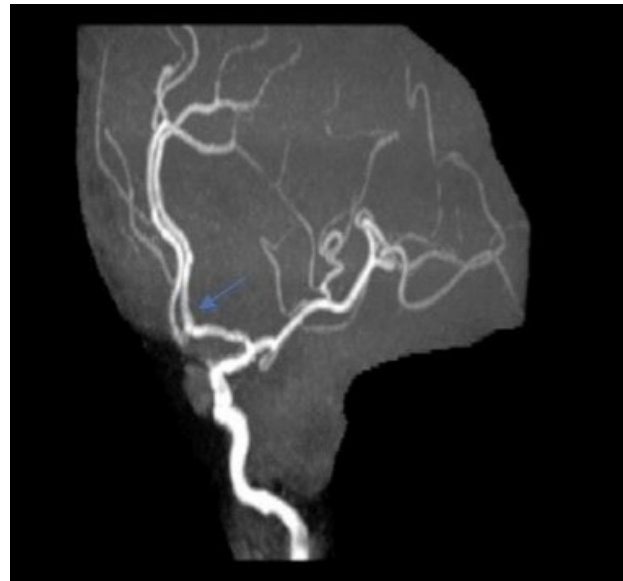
06/18/2024 RMI resonancia de vasos intracraneales: Oclusión de la arteria carótida interna derecha a nivel del segmento petroso.
